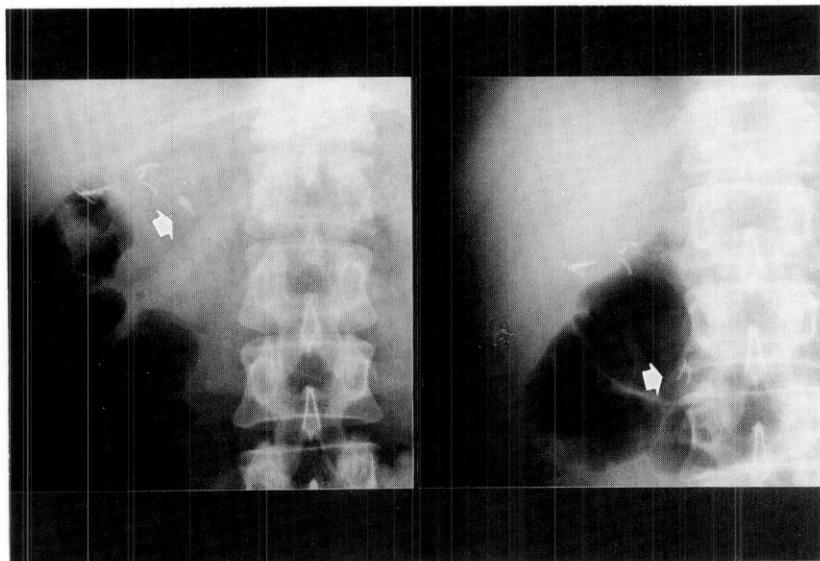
Serial plain abdominal radiographs showing a migration of clips position(arrows).
